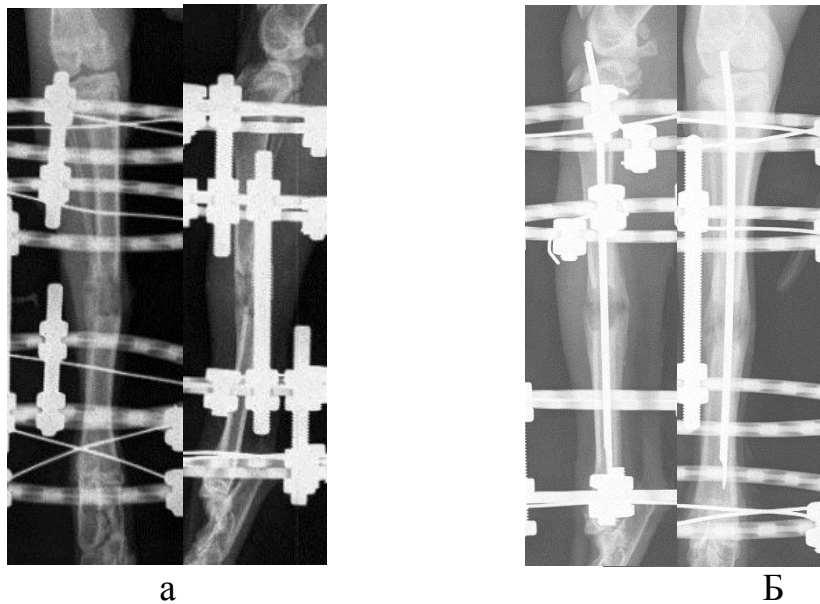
Рентгенограммы, 5 сутки фиксации: а – контроль; б – опыт.
